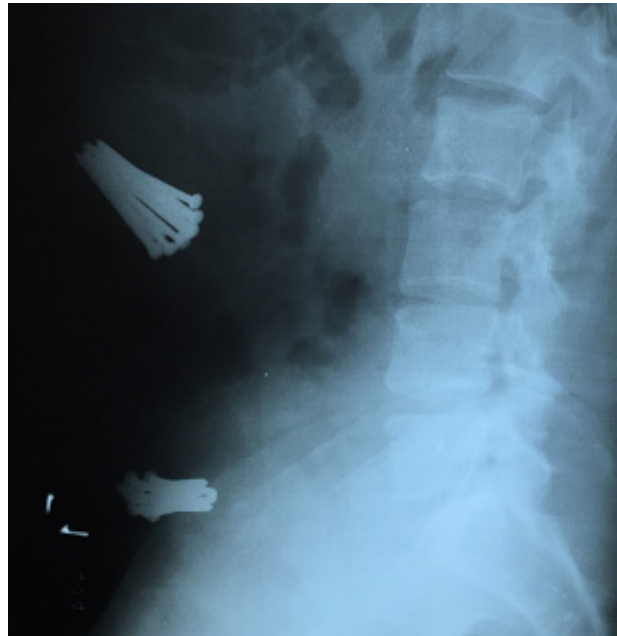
Radiografia de perfil com presença de corpos estranhos.
